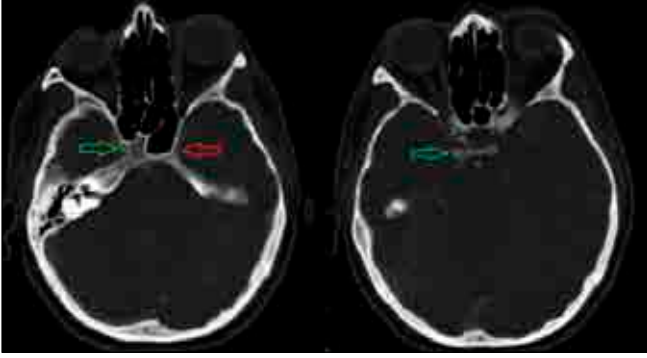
Figure b and c. CT angiography shows a small diameter left internal carotid artery (red arrow) in the apical petrous segment compared to its symmetrical counterpart (green arrow) and on the cavernosal segment the image shows a patent right internal carotid artery (green arrow) compared to a absent left internal carotid artery.
